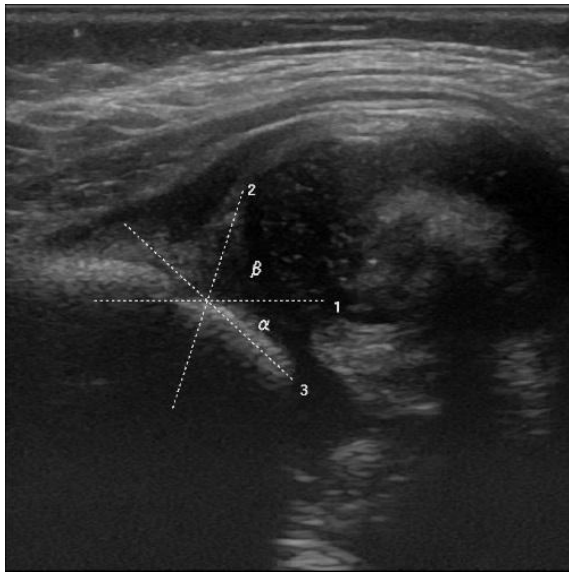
Ecografía de cadera izquierda 25/03/2022.
